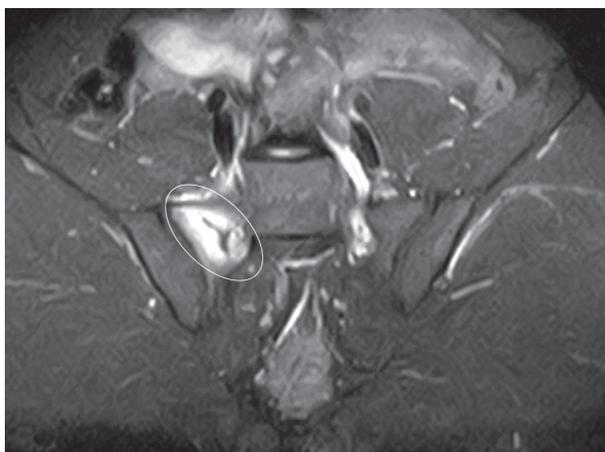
症例11 19歳男性 初診時MRI STIR 冠状断像 骨折線を呈する骨折線の周囲に、高信号域が広がっている（丸印）。
